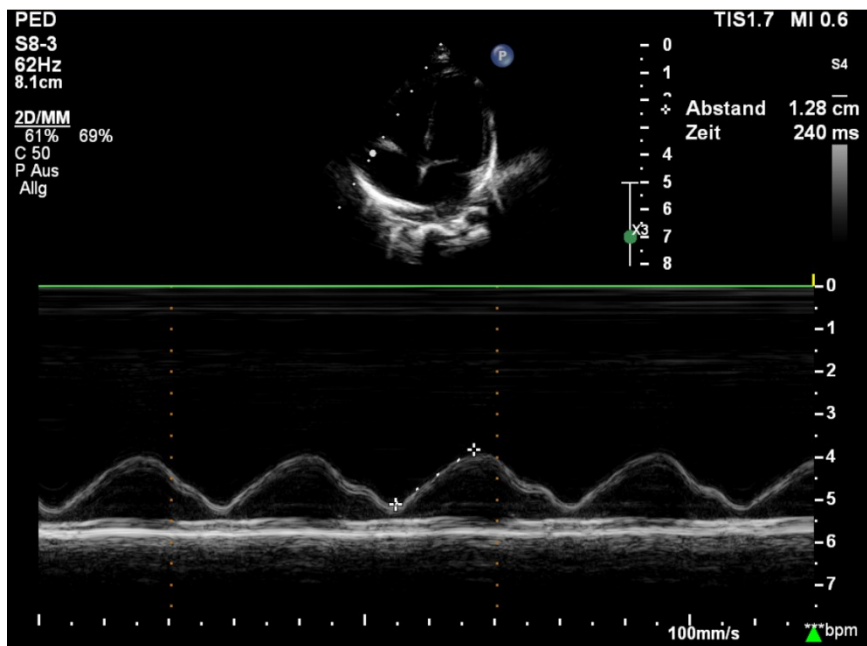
TAPSE in M- Mode Echokardiographie im apikalen 4- Kammerblick: 6- jähriger Bub mit primärer PAH
